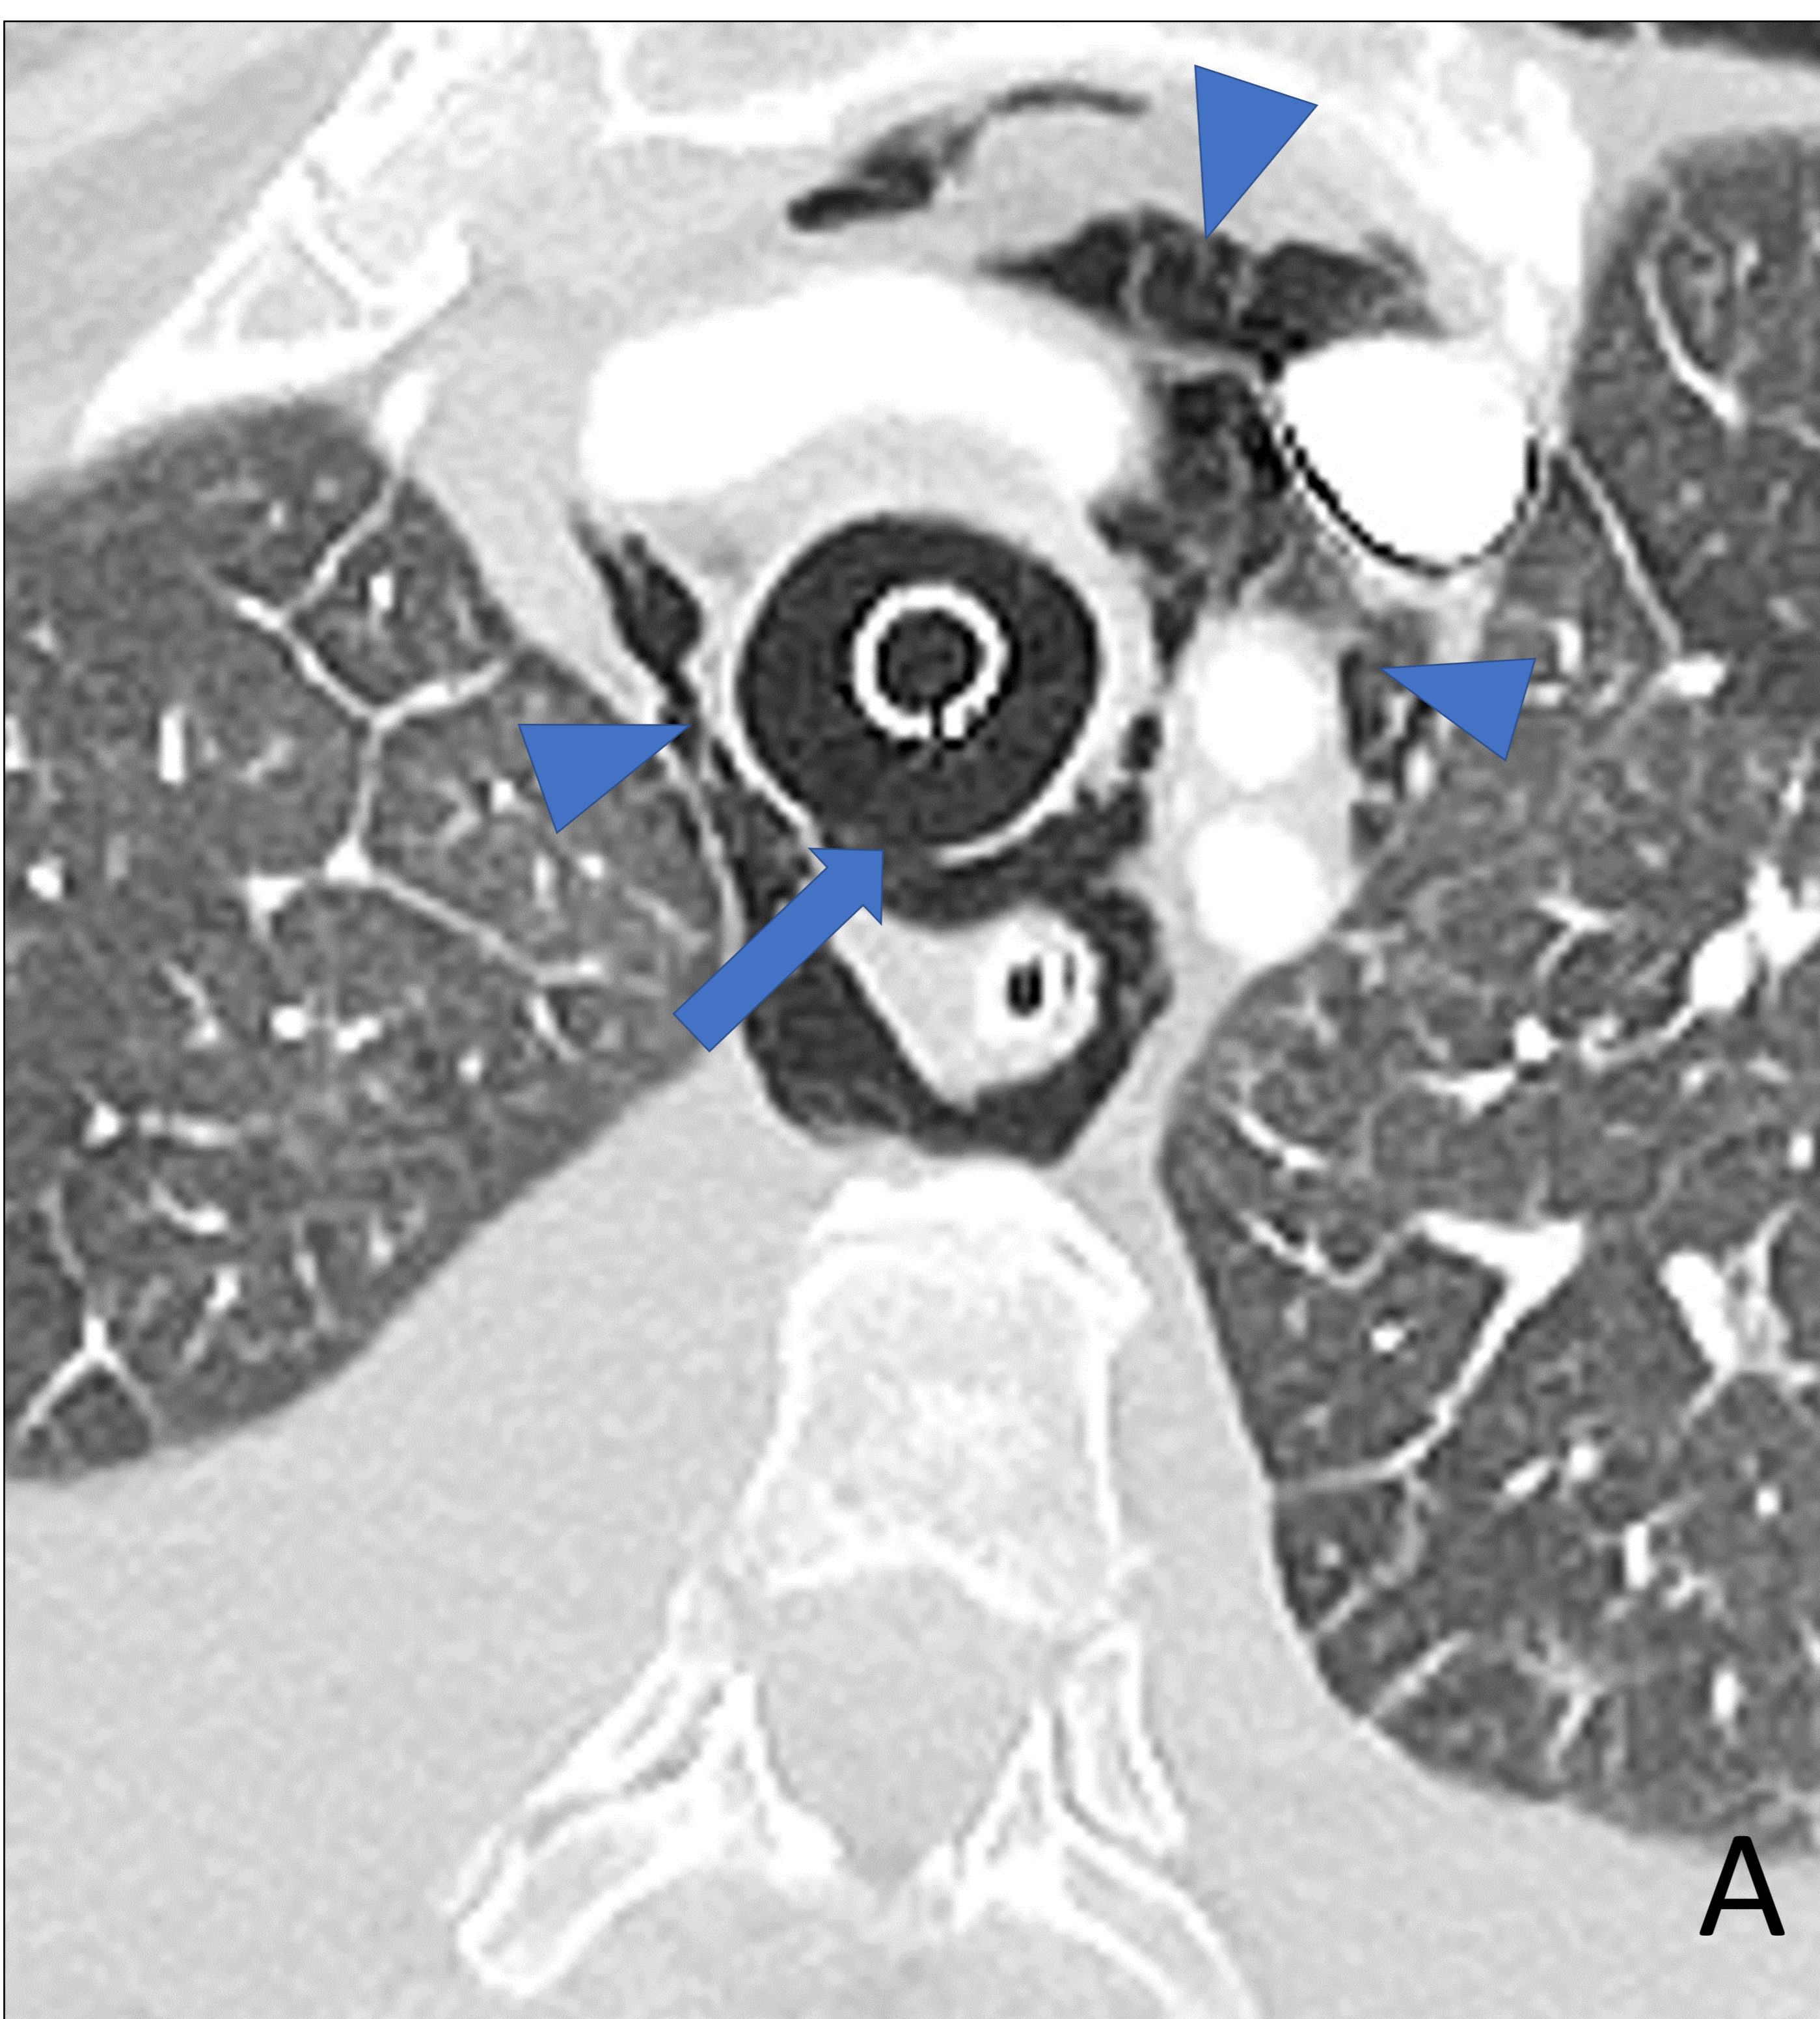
TC torácico con contraste yodado i.v. en paciente politraumatizado con reconstrucciones en plano axial (A) y sagital (B). Solución de continuidad en pared posterior de la tráquea (flecha) compatible con laceración traqueal, con neumomediastino (punta de flecha) y enfisema subcutáneo.
